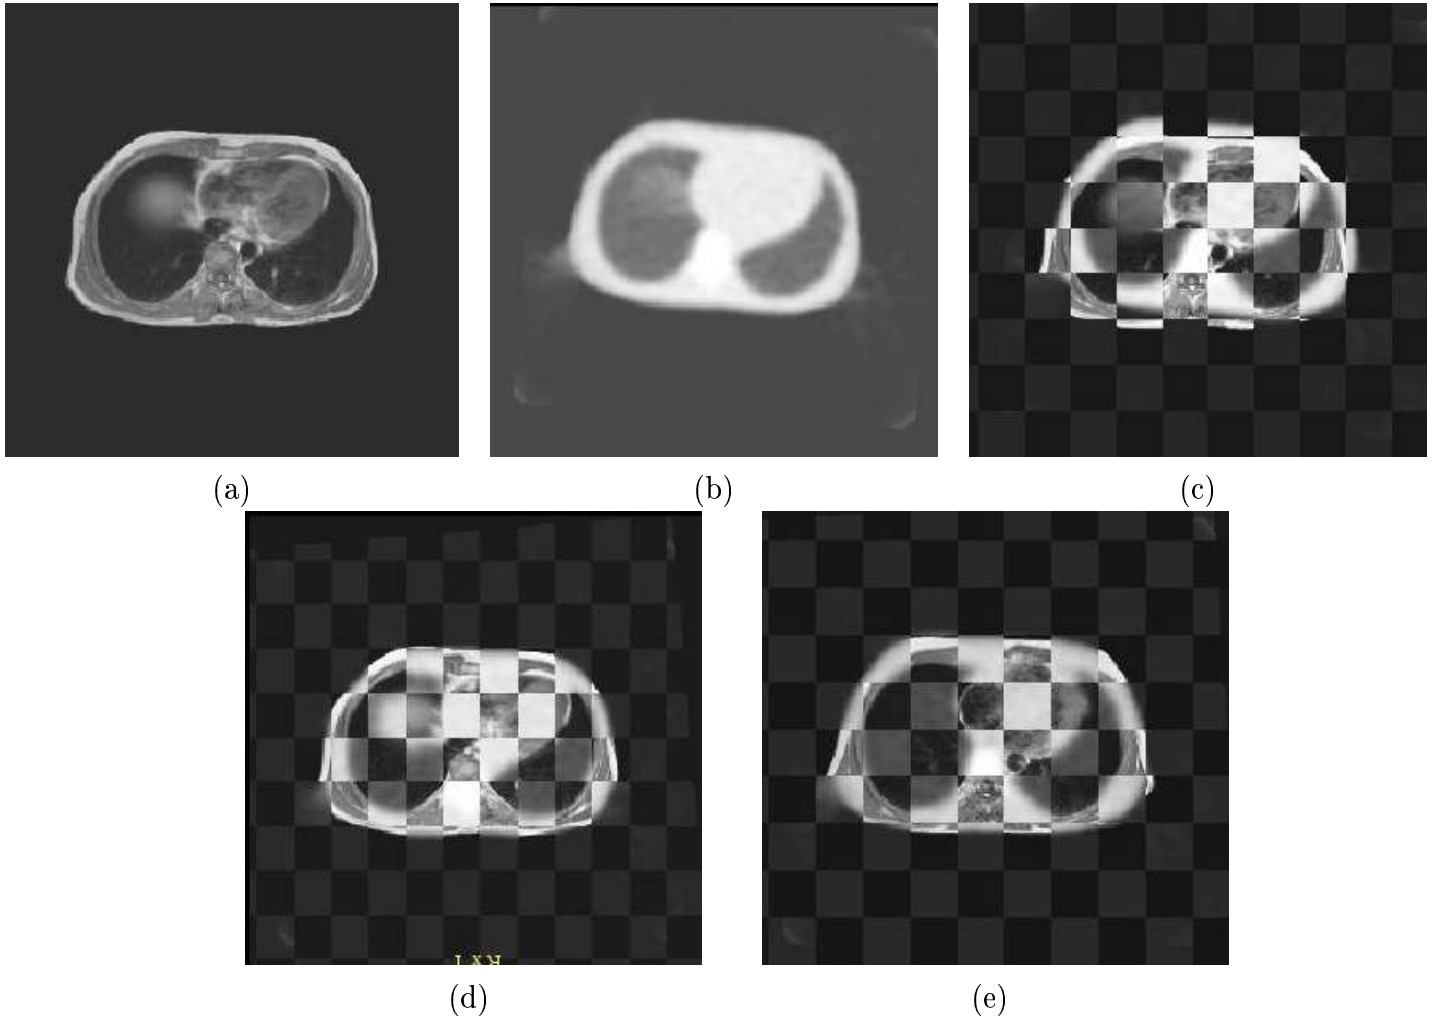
Recalage d'images transverses par RM et TEP de transmission de thorax : (a) image par RM, (b) image TEP transformée ; visualisation en damier des volumes avant le recalage (c) et après le recalage avec les méthodes IMP (d) et HMR+CC (e)
